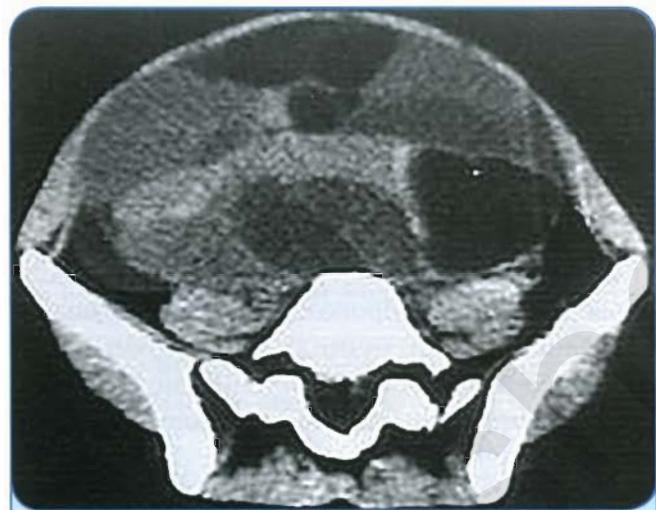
КТ. Муцинозная цистаденома яичника, содержащая множество перегородок различной толщины
